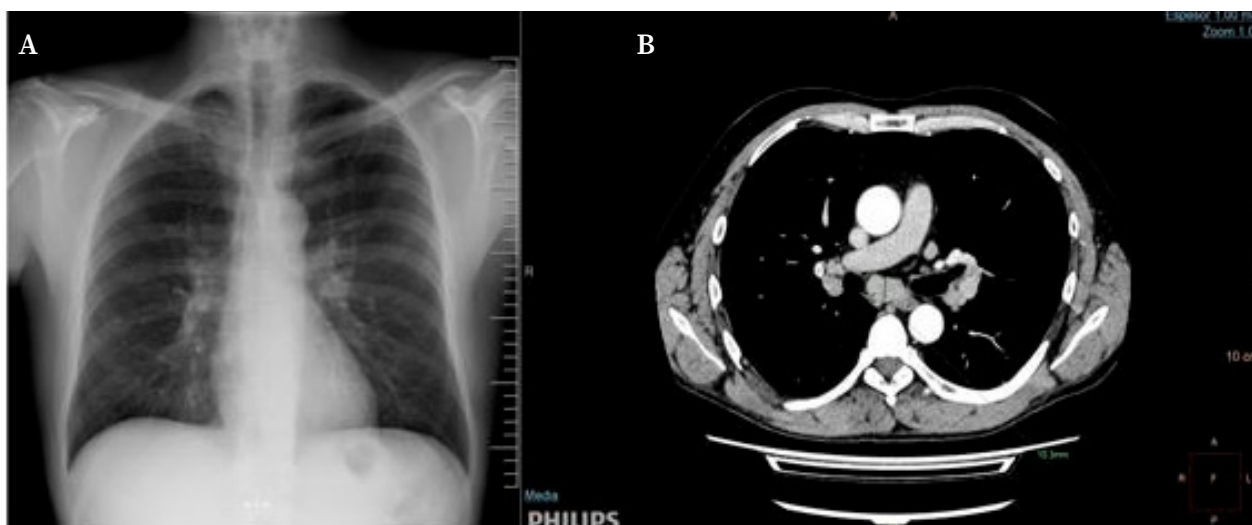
Hallazgos radiológicos en tórax. A. Placa simple. Se aprecia aumento de densidad pseudonodular en hilio izquierdo, sin hallazgos significativos en hilio derecho. B. Tomografía computarizada con contraste intravenoso. Se observan varias adenopatías hiliares bilaterales y una adenopatía subcarinal de 15 mm de diámetro menor, que fue biopsiada por punción aspiración con aguja fina a través de ecobroncoscopia guiada por ultrasonidos.
